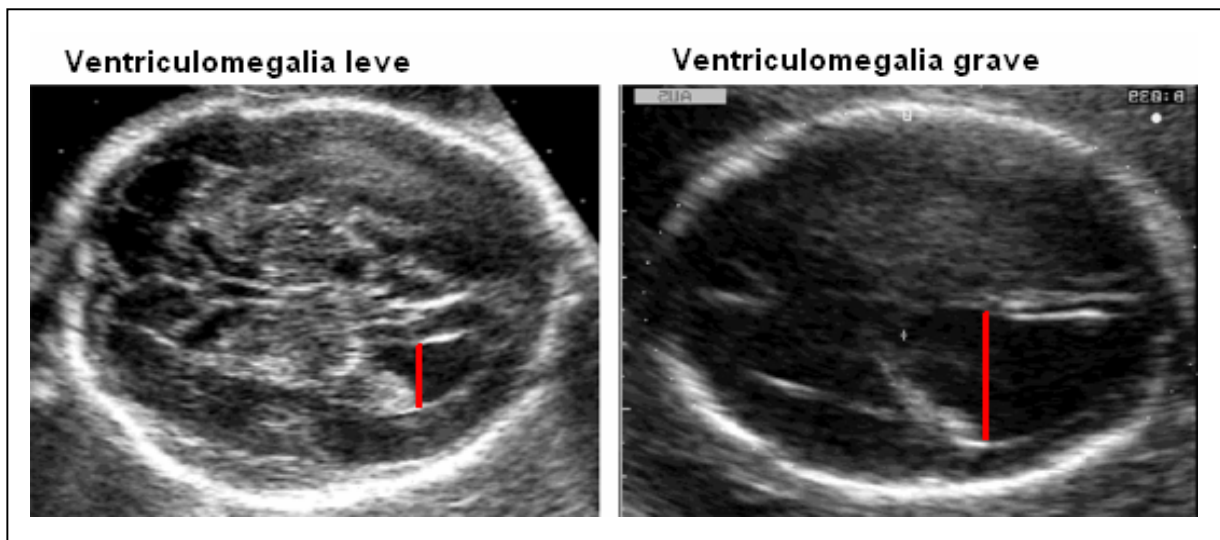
Ultra-sonografia mostrando ventriculomegalia fetal. (Adaptado de Pilu & Nicolaidis. *Diagnosis of fetal abnormalities. The 18-23-week scan*, 1999).
